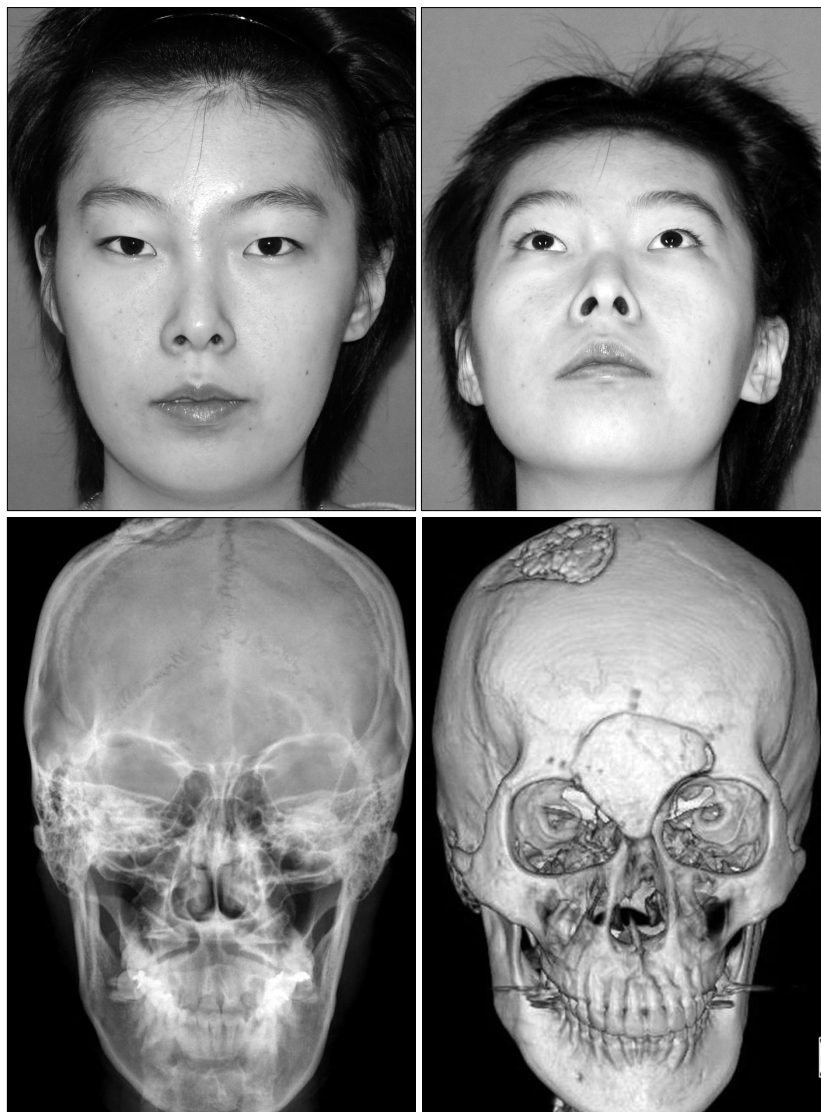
A 19-year-old-woman. (Above, left and right) Preoperative view. (Below, left and right) Preoperative X-ray view and preoperative coronal facial CT.
